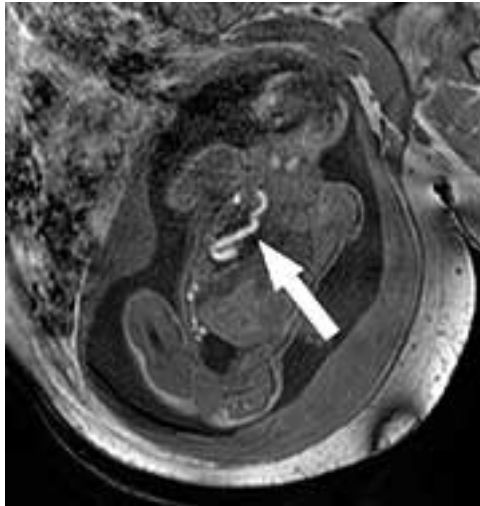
MRT eines Feten mit einer Zwerchfellhernie und mekoniumhaltigem Darmanteil (Pfeil) im Thorax⁵
